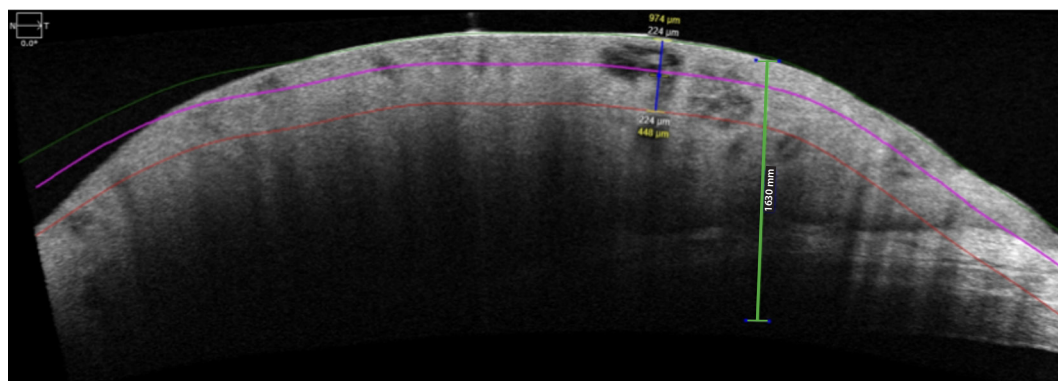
Tomografía de coherencia óptica corneal ojo izquierdo. Grosor corneal de 1630 micras con compromiso epitelial (línea verde).
